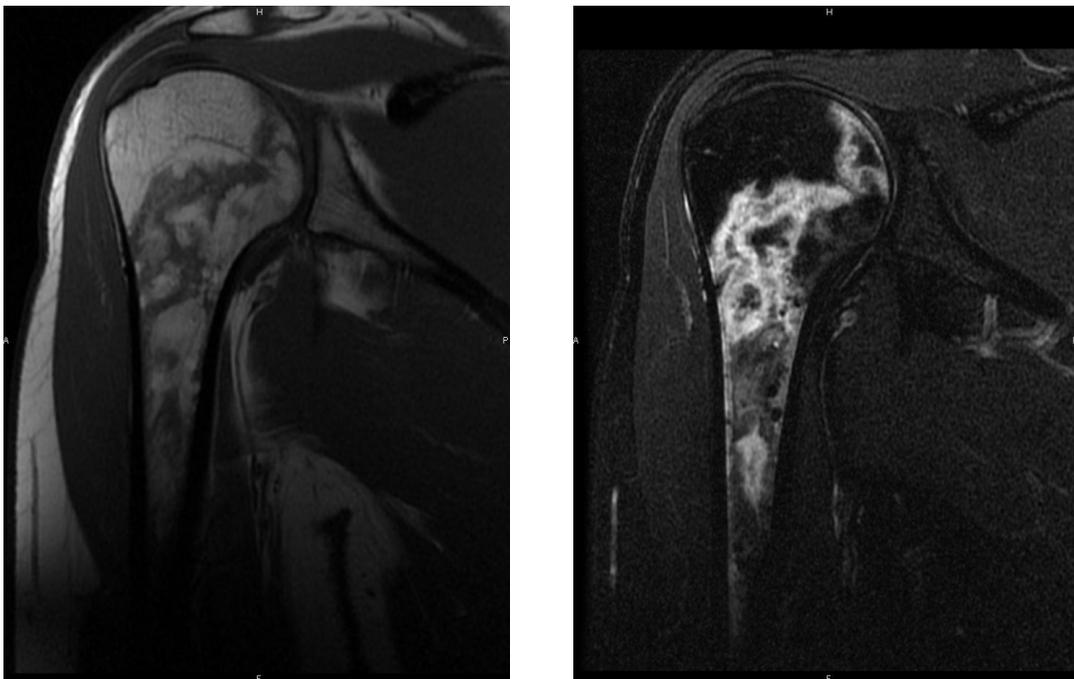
Lésion extra et juxta-articulaire humérale à 1 mois et demi en IRM (phase 2)
